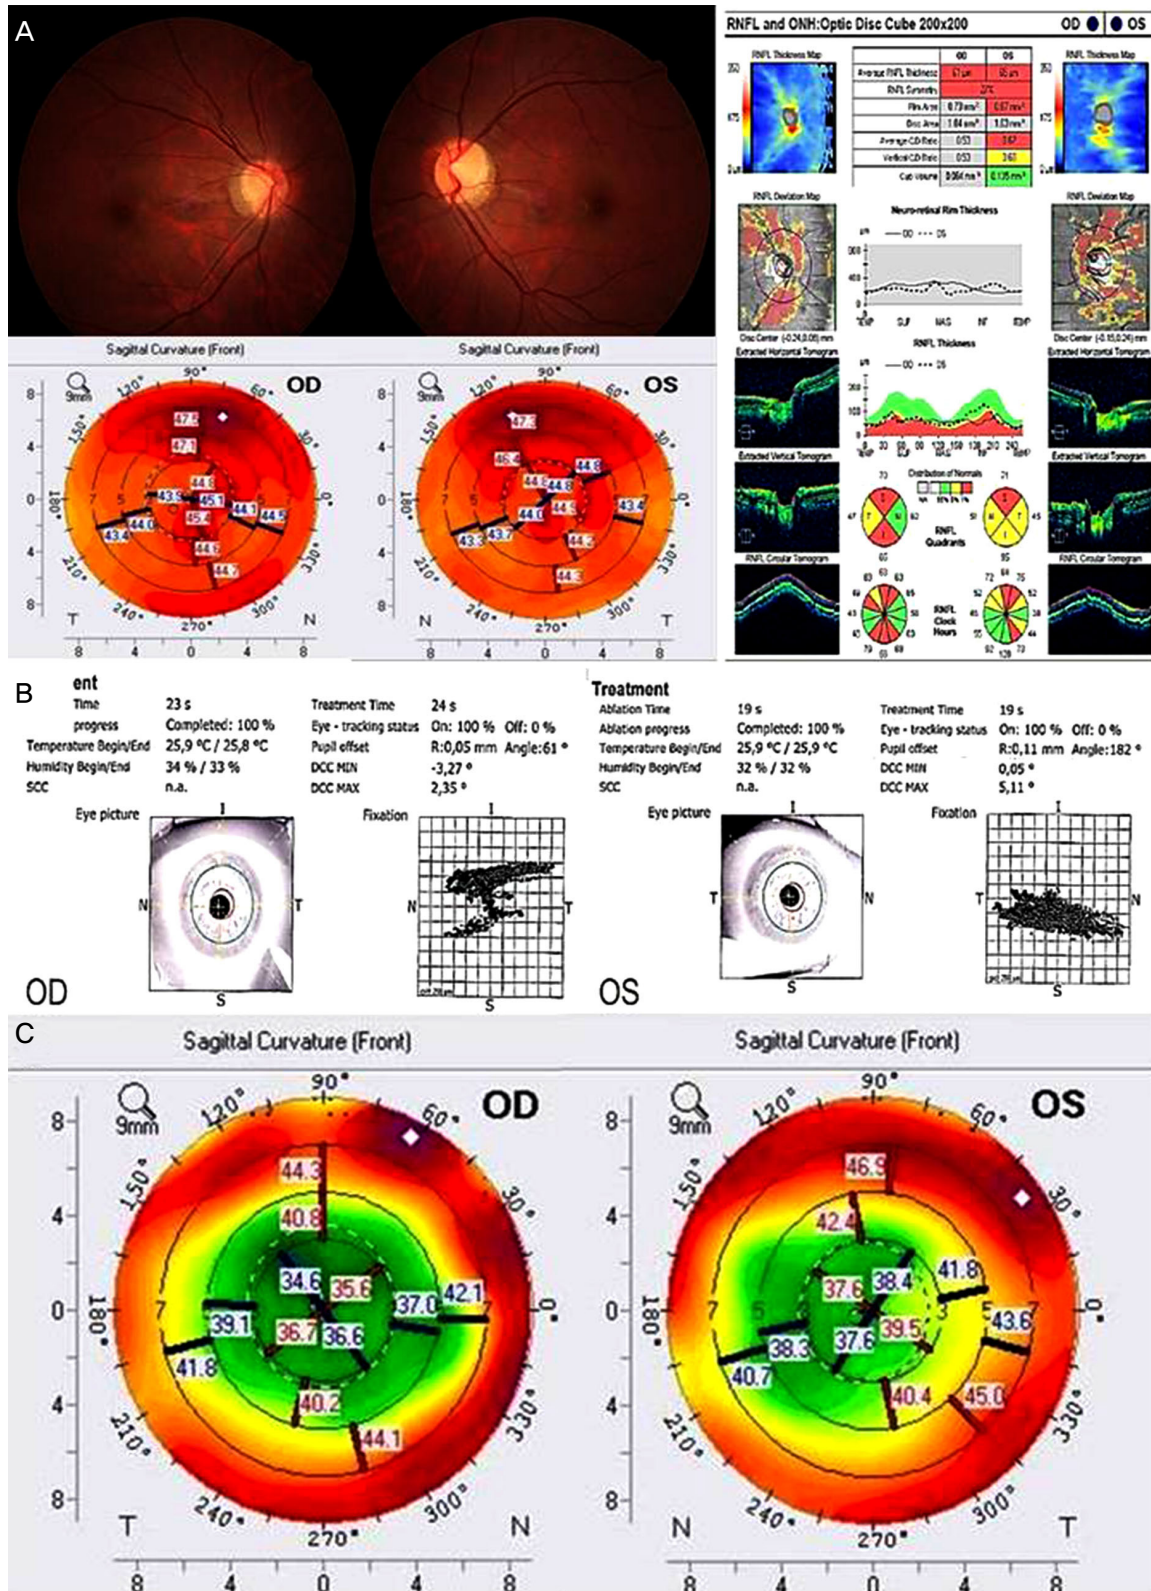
Case 1. (A) Fundus photography showing myopic tilted disc in both eyes (left upper column) and pre-operative corneal topography (left lower column). Optical coherence tomography for analysis of retinal nerve fiber layer thickness showing horizontal distortion and noise due to horizontal nystagmus (right column). (B) Intraoperative eye tracking on the treatment printout showing large magnitude of horizontal movement in the both eyes. (C) Corneal topography showing well-centered ablation 2 months after surgery. T = temporal aspect; N = nasal aspect.
